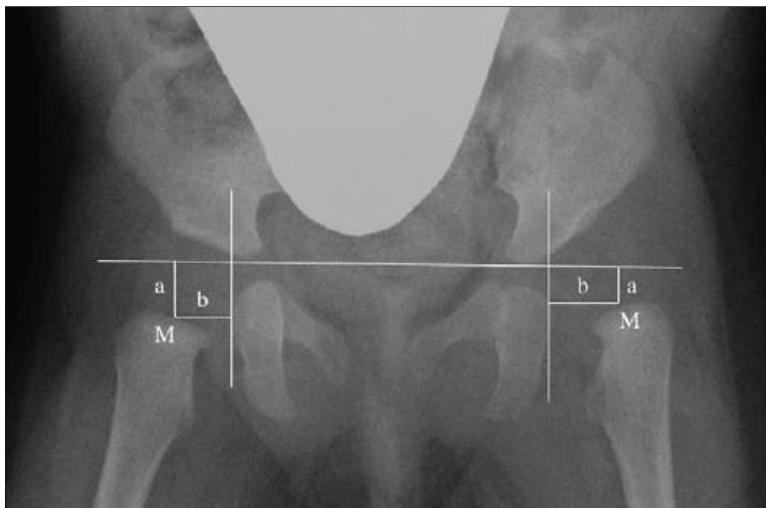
Una radiografía simple anteroposterior tomada antes de tratamiento inicial. La letra M marca el punto medio del borde metafisario proximal del fémur. La distancia a representa la distancia entre M y la línea de Hilgenreiner y la distancia b representa la distancia entre M y la línea que es adyacente al borde lateral del isquion. Fue extraído de “Predictive Factors for Unsuccessful
